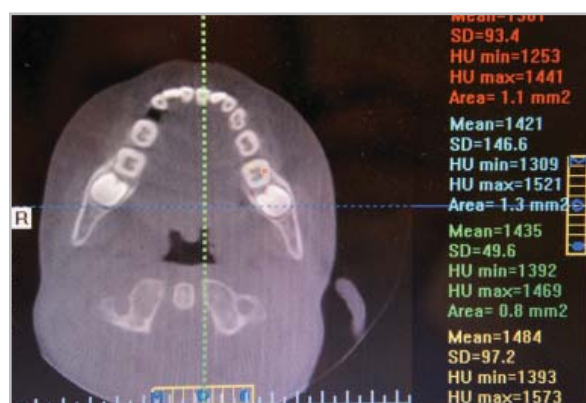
Дентальная объемная томограмма пациента М., 8 лет. Определение плотности околопульпарного дентина зуба 3.6 перед лечением
